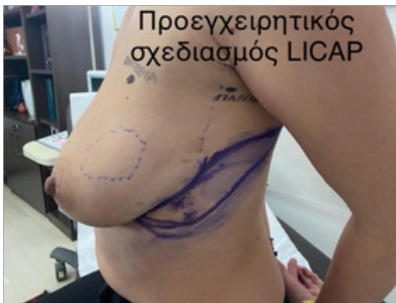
Οι διαττιραίνουσες αρτηρίες του θωρακικού τοιχώματος εντοπίστηκαν με τη χρήση φορητής συσκευής Doppler (κεφαλή 8MHz).
